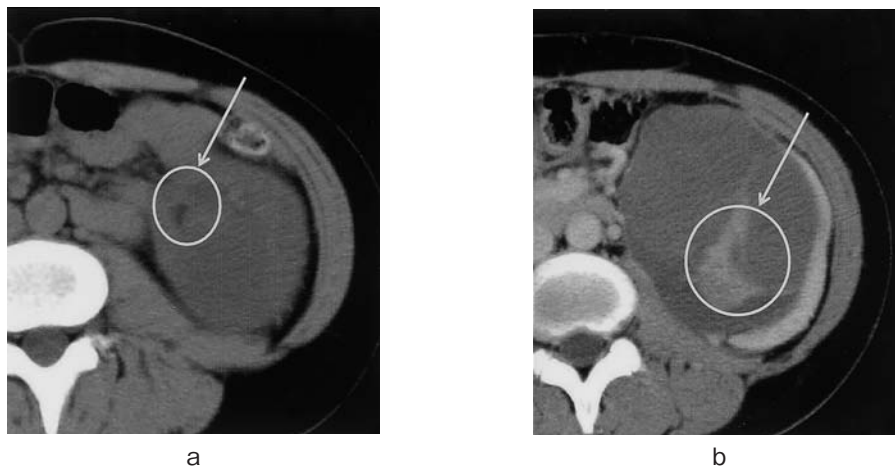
a: Computed tomography (CT) on initial examination reveals a clearly demarcated renal tumor 10 cm in size with a low density area suggestive of fat (arrow). b: The solid component of the tumor is contrast-enhanced.
